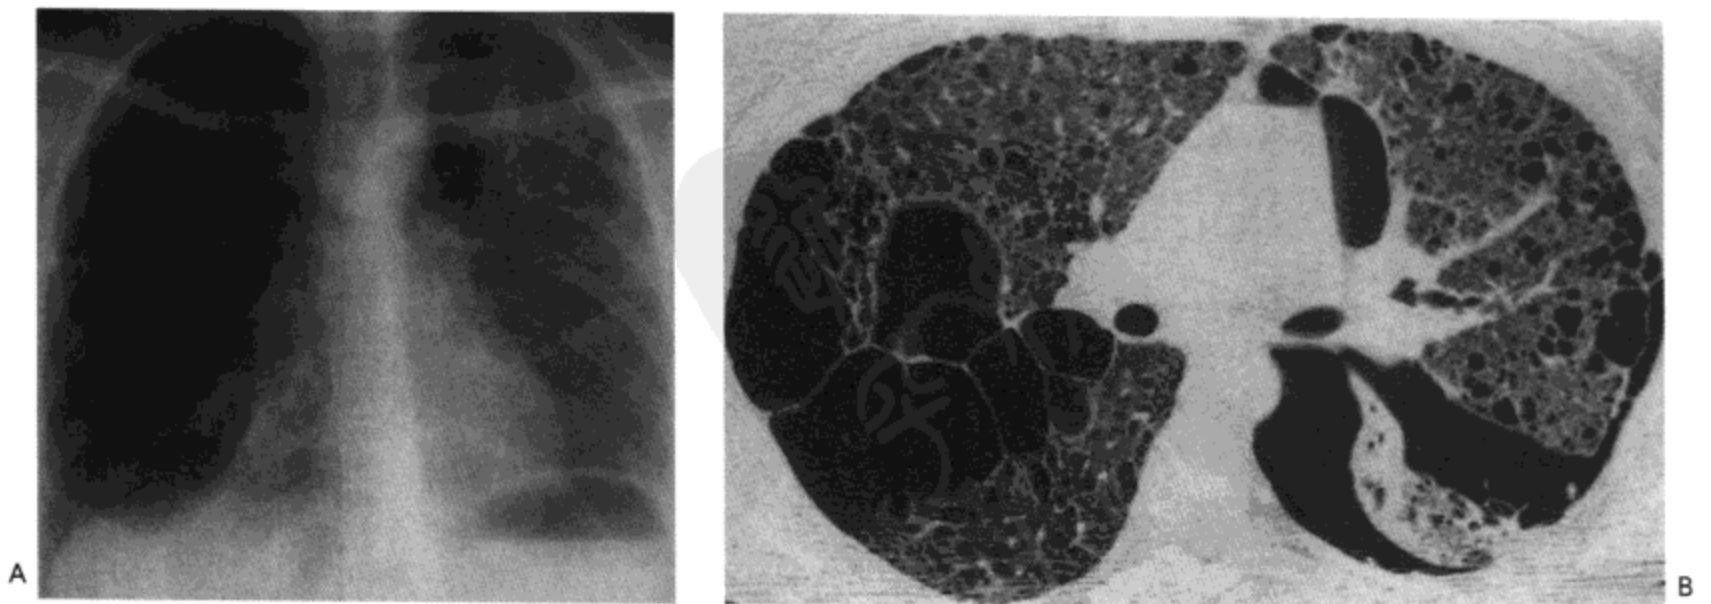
淋巴管血管平滑肌瘤病。A: X线胸片示遍布两肺的薄壁囊状间隙与左肺尖的少量气胸。B: 高分辨率CT示无数个薄壁的囊,右侧胸膜下大囊与肺大疱,与小量,特别是位于左侧的气胸。病人女,29岁。
